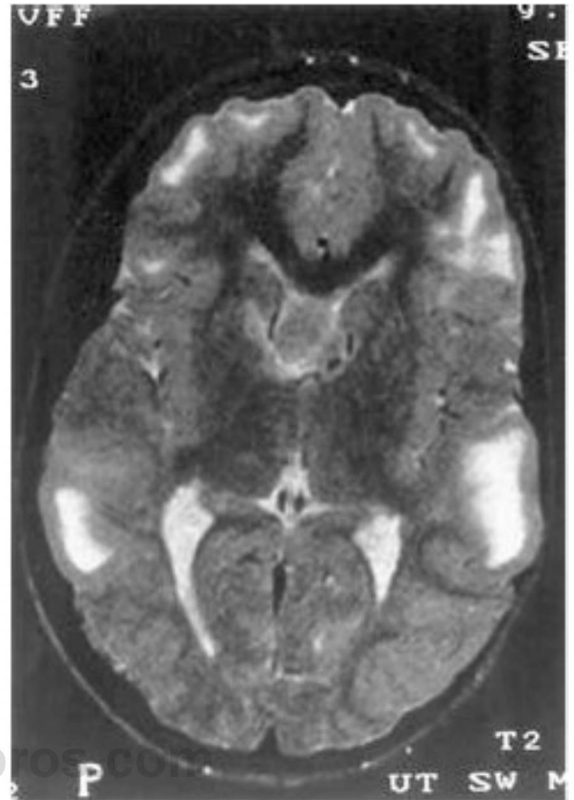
Imagen de RM potenciada en T2, sin contraste, de un niño con esclerosis tuberosa, que muestra lesiones corticales extensas de señal alta, características de la esclerosis tuberosa.
